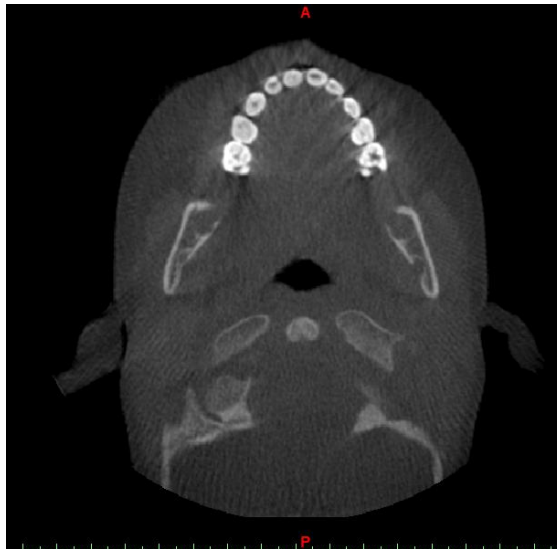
Imagen de los resultados del CT
